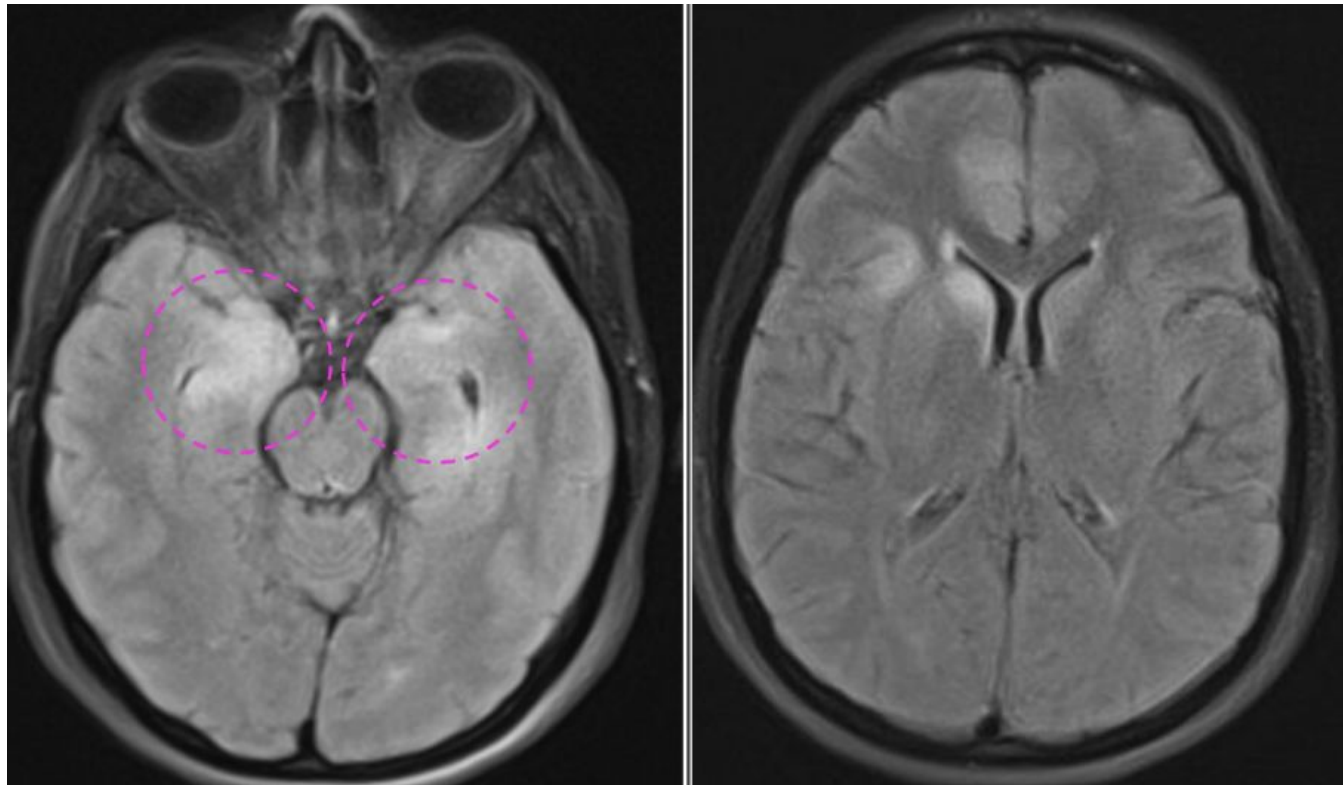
RM de cráneo de paciente anterior que muestra un aumento de la intensidad de señal en T2-FLAIR en lóbulo temporal mesial bilateral y que se extiende a lo largo de la cabeza del hipocampo (círculos rosados) (A), sumado a hiperintensidades en el cíngulo, ínsula y caudado derechos (flechas amarillas) (B).
